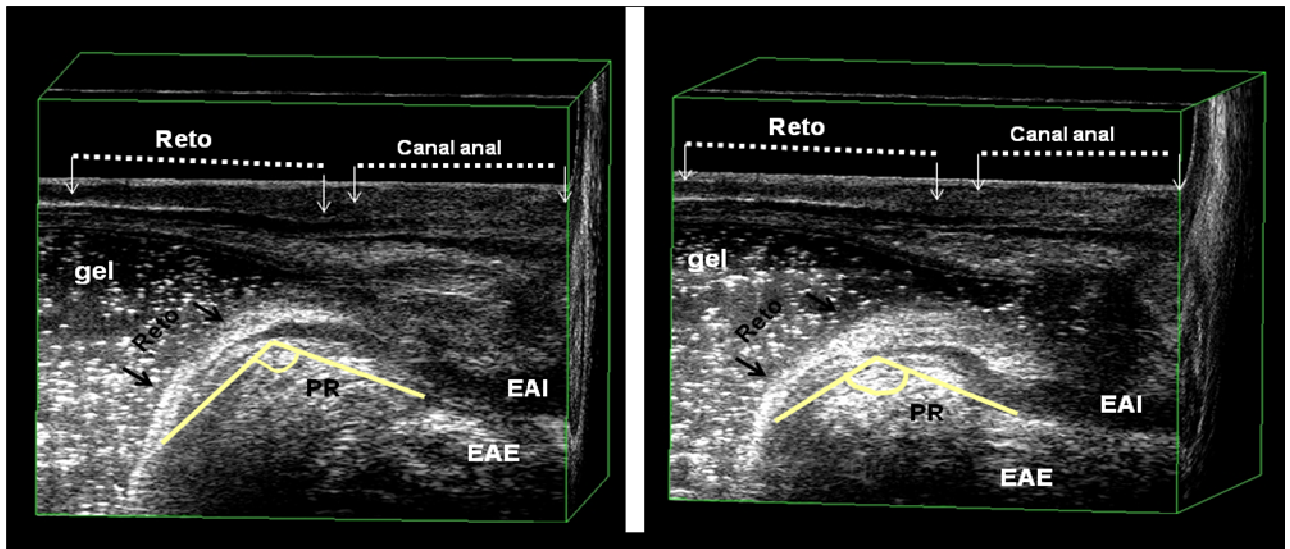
Paciente “3” com relaxamento muscular normal à ecodfecografia. Ângulo formado pela confluência de uma linha traçada paralela à borda interna do PR-EAE com uma outra linha vertical, perpendicular ao eixo do canal anal. Houve aumento no ângulo anorretal comparado repouso com esforço evacuatório.
